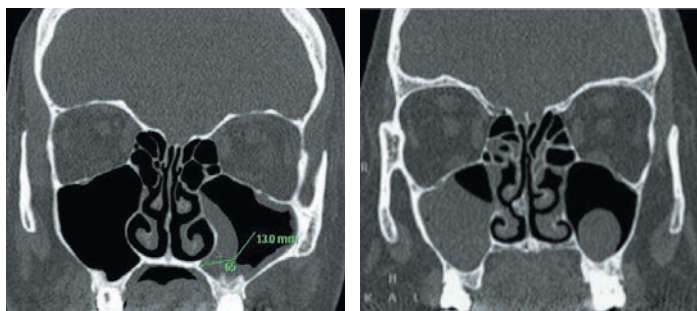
Компьютерная томография пациентов с пролиферативными воспалительными изменениями в различных отделах верхнечелюстных пазух
